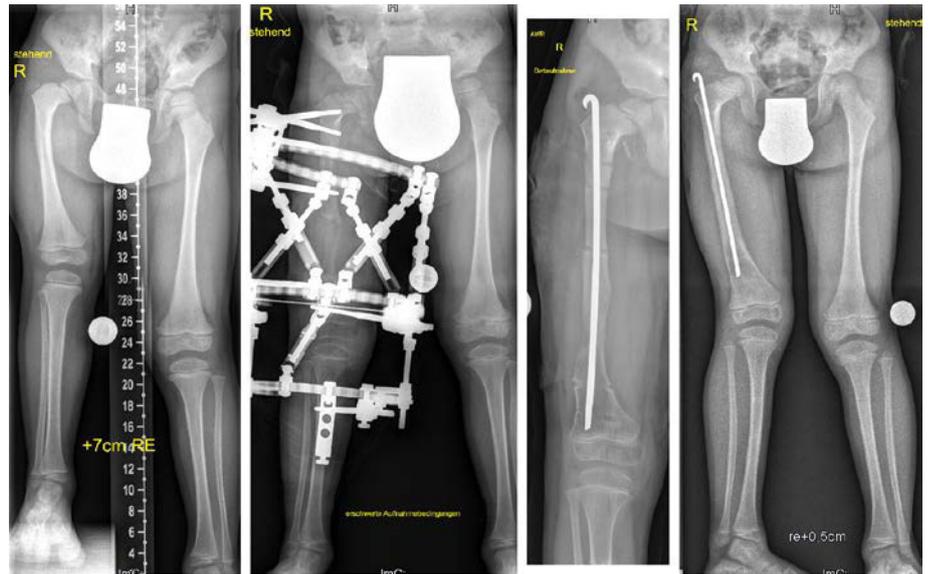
Bei diesem 4-jährigen Patienten mit kongenitalem Femurdefekt (CFD) erfolgten eine Verlängerung und Achskorrektur am distalen Femur mittels TSF. Zusätzlich wurden die Retrotorsion am proximalen Femur und ein Teil der Varusfehlstellung akut korrigiert. Der Knieüberbau verhindert bei instabilem Kniegelenk bei angeborener Kreuzbandaplasie/Hypoplasie eine Subluxation des Gelenks. Das Knie wird in der Nacht in Streckung fixiert, um eine Kontraktur bei Verlängerung zu verhindern, welche in diesem Fall knapp über 5 cm betrug. Um eine Fraktur des unreifen Kallus, wie sie bei CFD häufig ist, zu verhindern, erfolgte simultan mit dem Apparatabbau eine Fixierung mit Rush-Pin. Dieser wurde 9 Monate später nach Röntgenkontrolle wieder entfernt. Der rezidivierende Valgus, der bei CFD typisch ist, kann zwischen den Verlängerungsschritten mittels Wachstumslenkung einfach korrigiert werden
